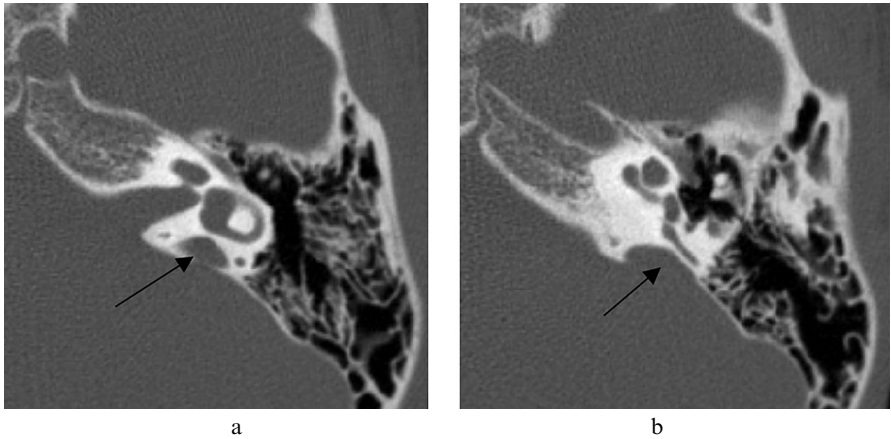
Coupes axiales TDM, dilatation de l'aqueduc du vestibule gauche (flèches).
